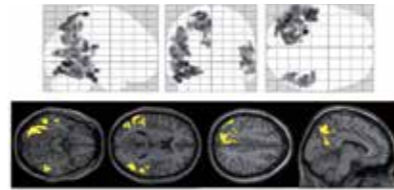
アルツハイマー病患者と正常人において、ALPS indexとアミロイドPET間で、両側の側頭葉と右頭頂葉に負の相関を認めた。
